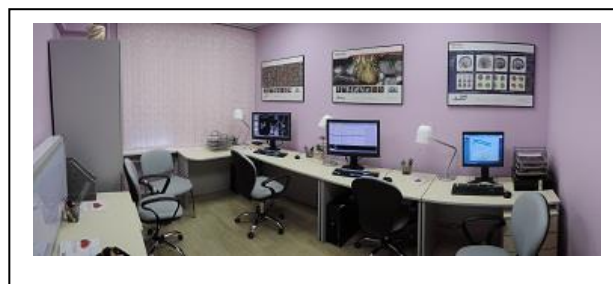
3 国立循環器センター1 階 CT 検査室レイアウト
